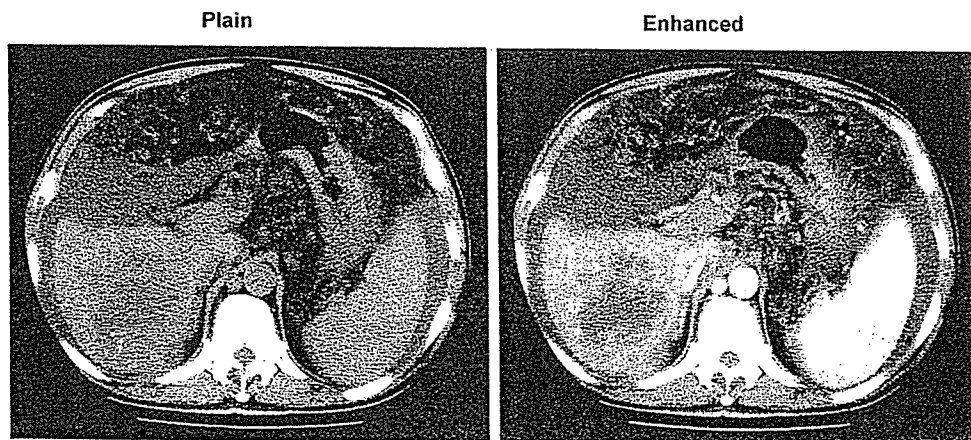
By computed tomography, the liver tumor appeared as a low-density area showing rim enhancement after contrast injection.
